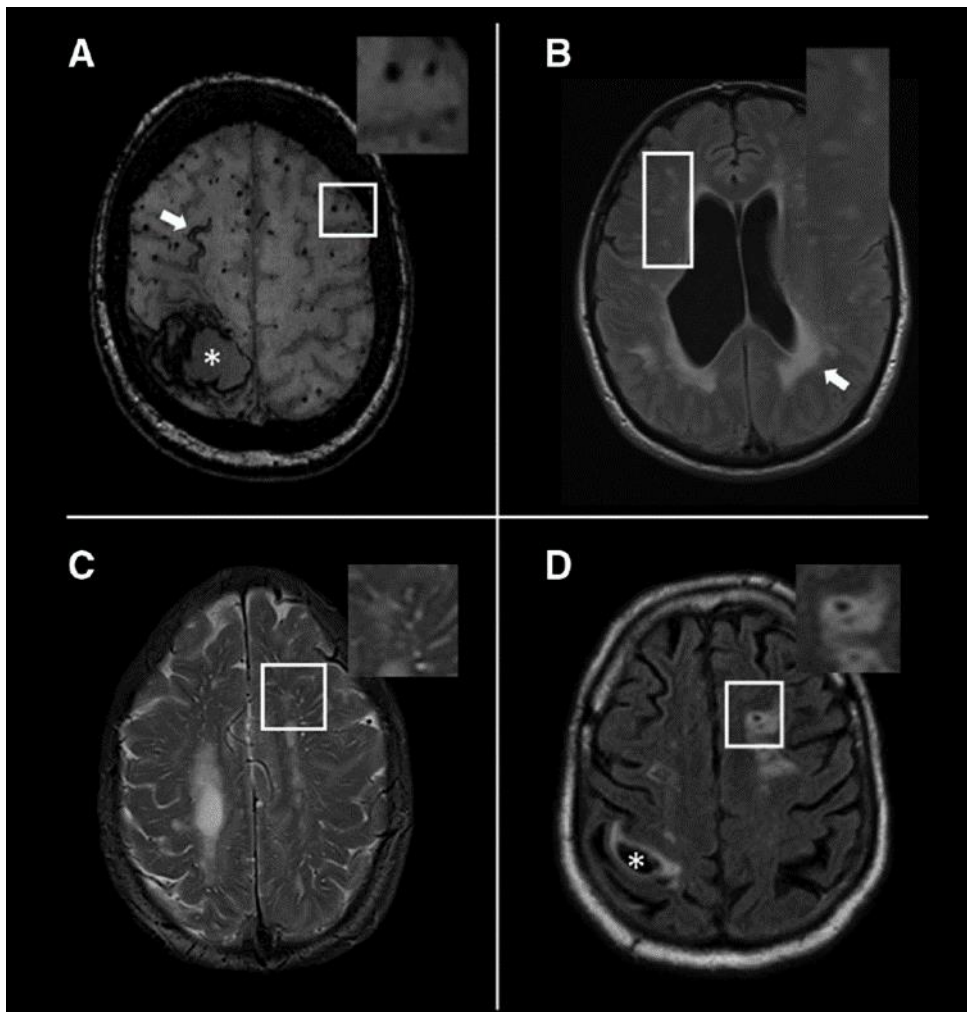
Marqueurs IRM liés à l'artériolosclérose cérébrale
